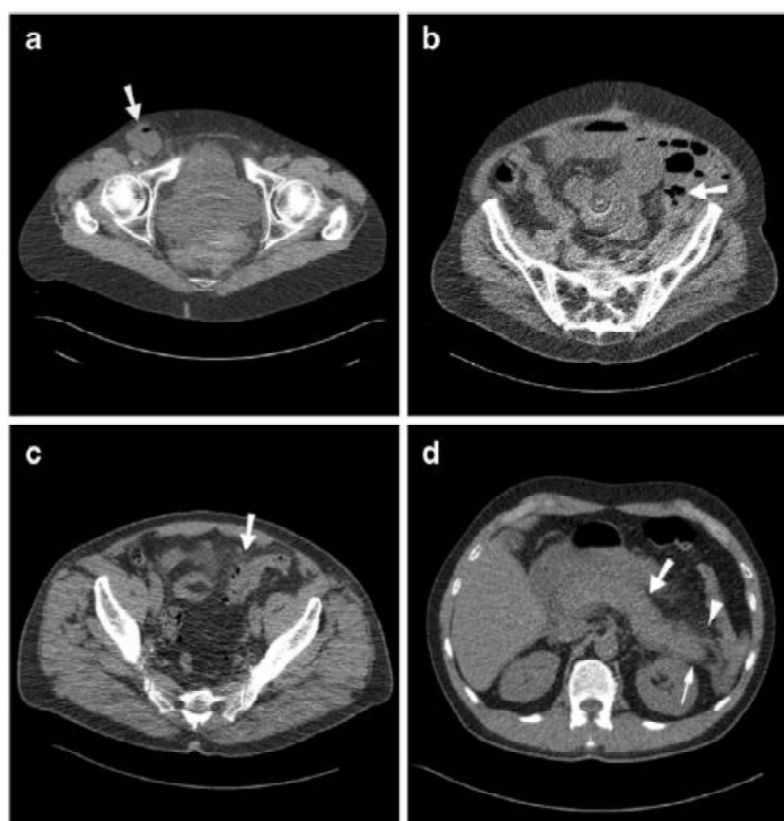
Exemplos de CT de baixa dose com dor abdominal não-traumática aguda (Alshamari, Norrman, Geijer, Jansson & Geijer, 2015).
